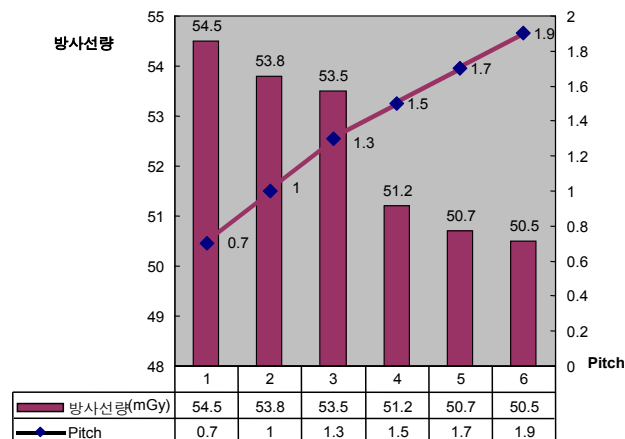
Pitch에 따른 방사선량의 변화.
